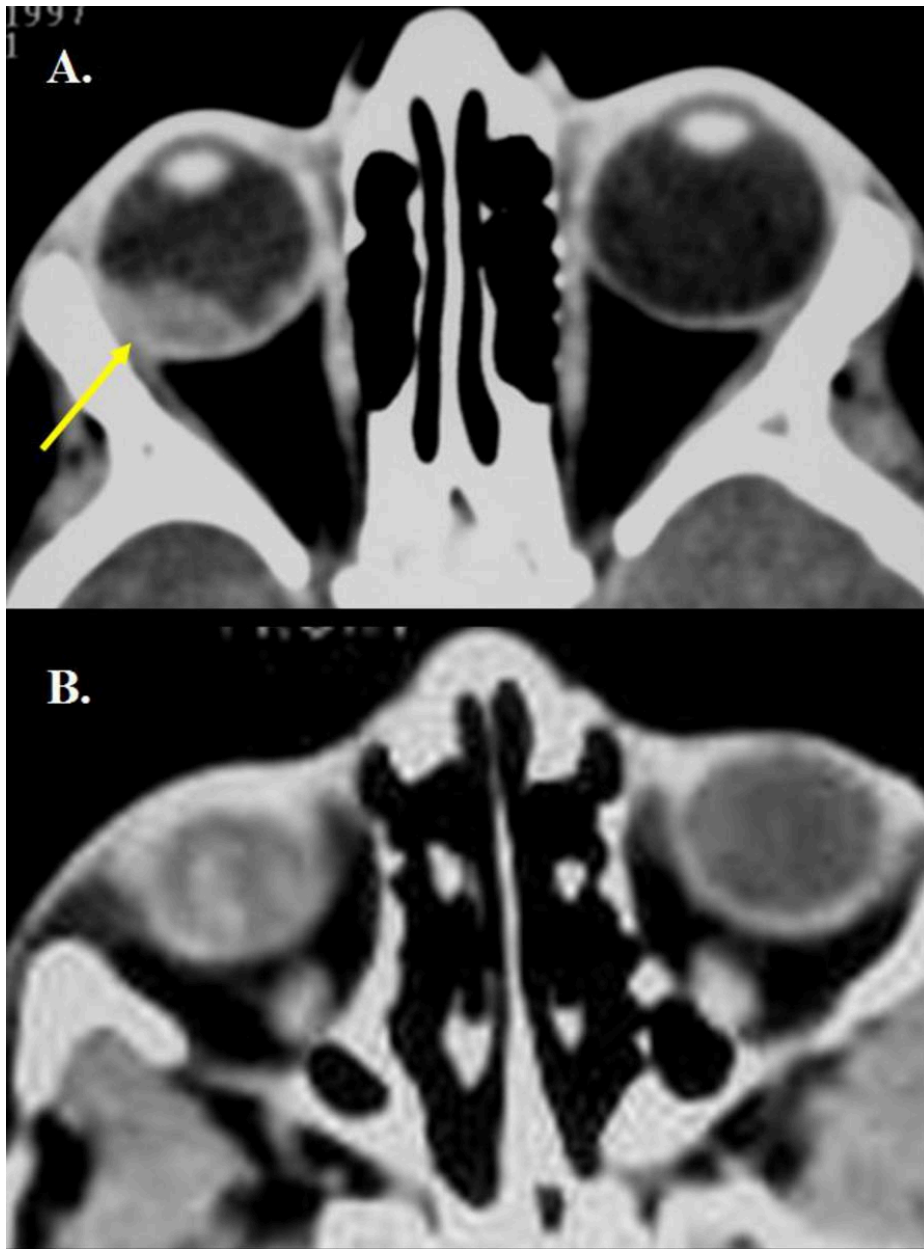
Imágenes axiales de TC: A. Masa en polo posterior de órbita derecha, hiperdensa en relación con vítreo ipsilateral. B. Calcificaciones visualizadas en otro caso de Retinoblastoma.
